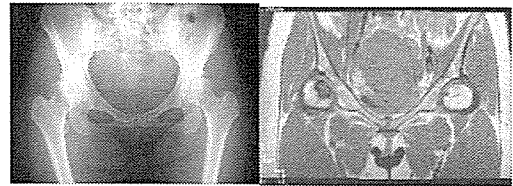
症例1 単純X線像及びMRI T1 強調像
